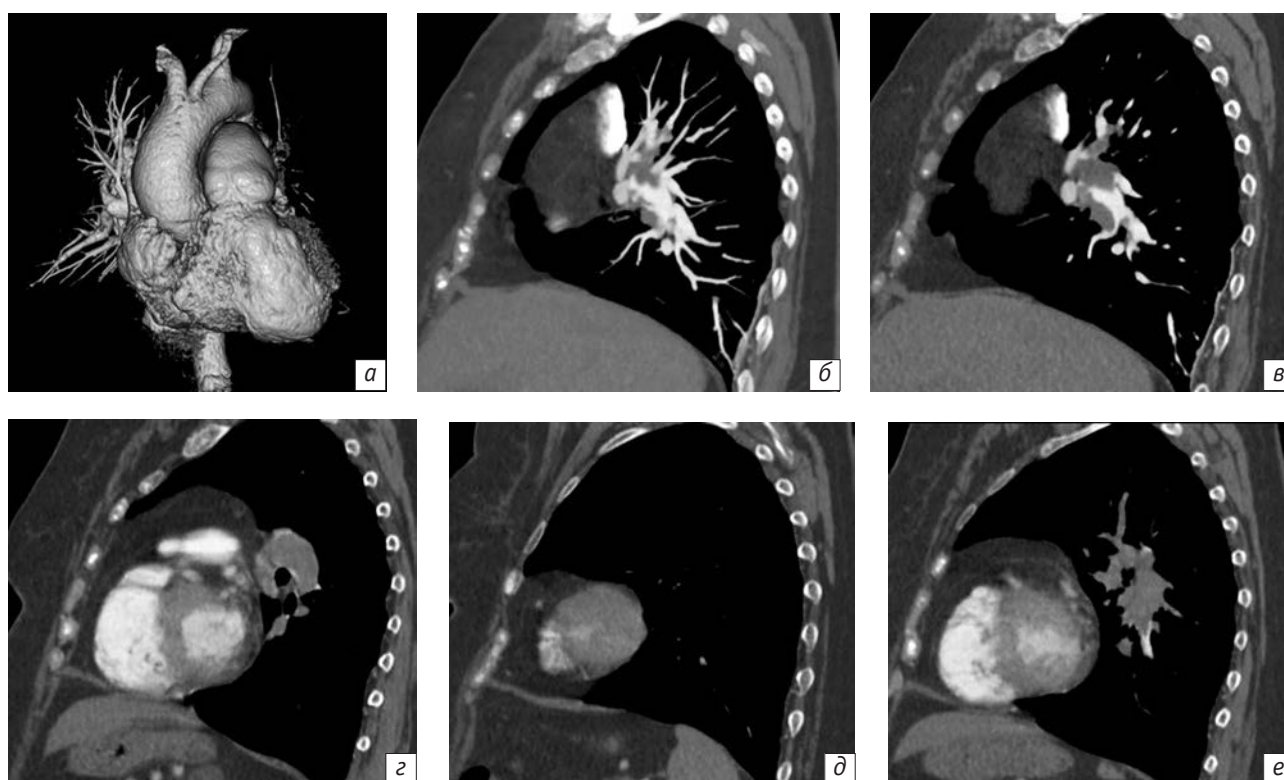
Результаты дооперационной МСКТ-ангиопульмонографии пациентки Ш., 64 лет (от 22.05.2012 г.):
